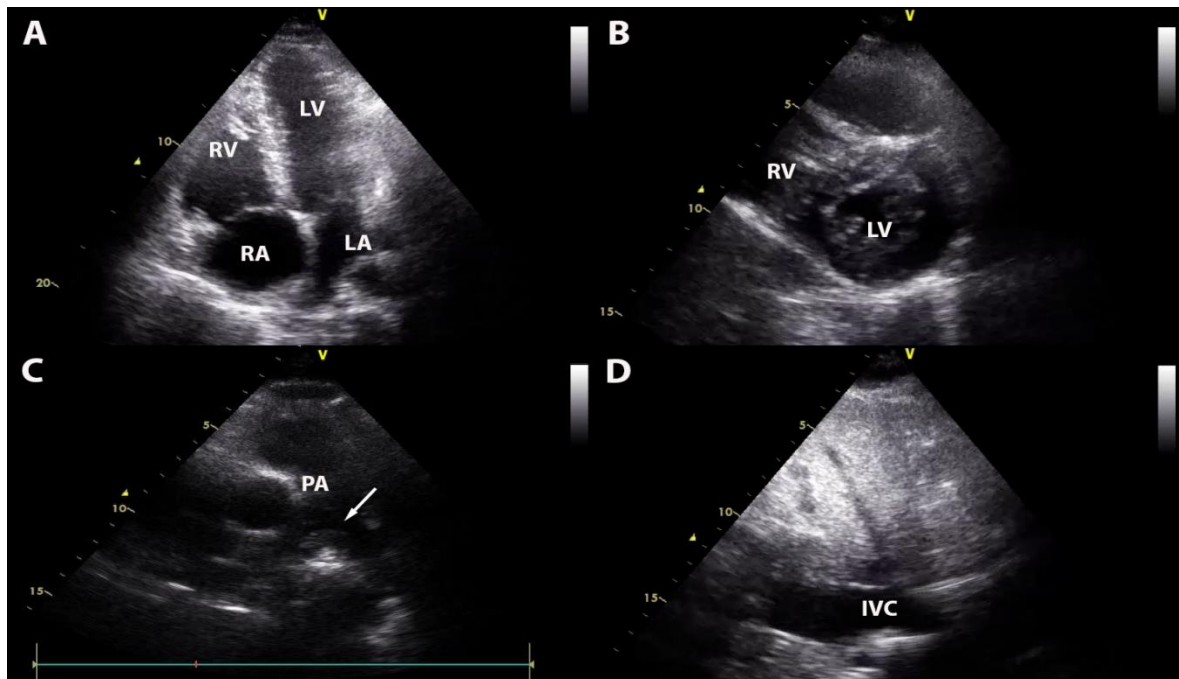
Echocardiographic images of a young (42 years-old) male patient who evolved with severe COVID-19, showing RV enlargement (A) with a D-shaped LV (B), a proximal mobile thrombus in the main pulmonary artery (C) and a dilated IVC (D).
